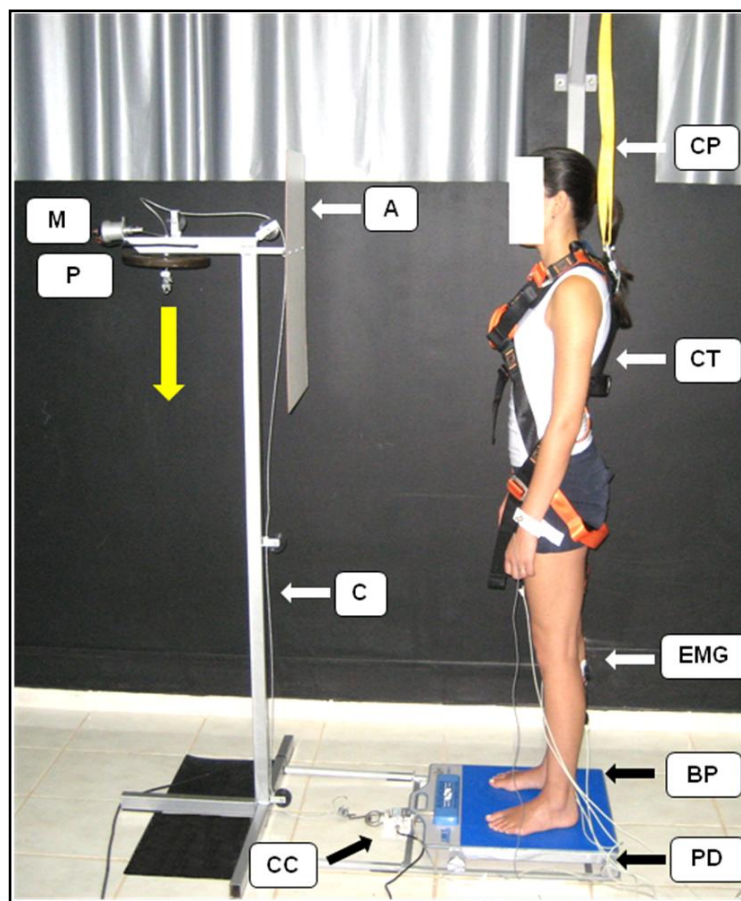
Aparato de perturbação utilizando uma plataforma móvel. CP: corda de proteção; CT: cinto torácico; EMG: eletrodos de eletromiografia; BP: baropodômetro; PD: plataforma deslizante; CC: célula de carga; C: cabo de aço; A: anteparo de madeira; P: peso; ↓ sentido da queda do peso; M: motor.
